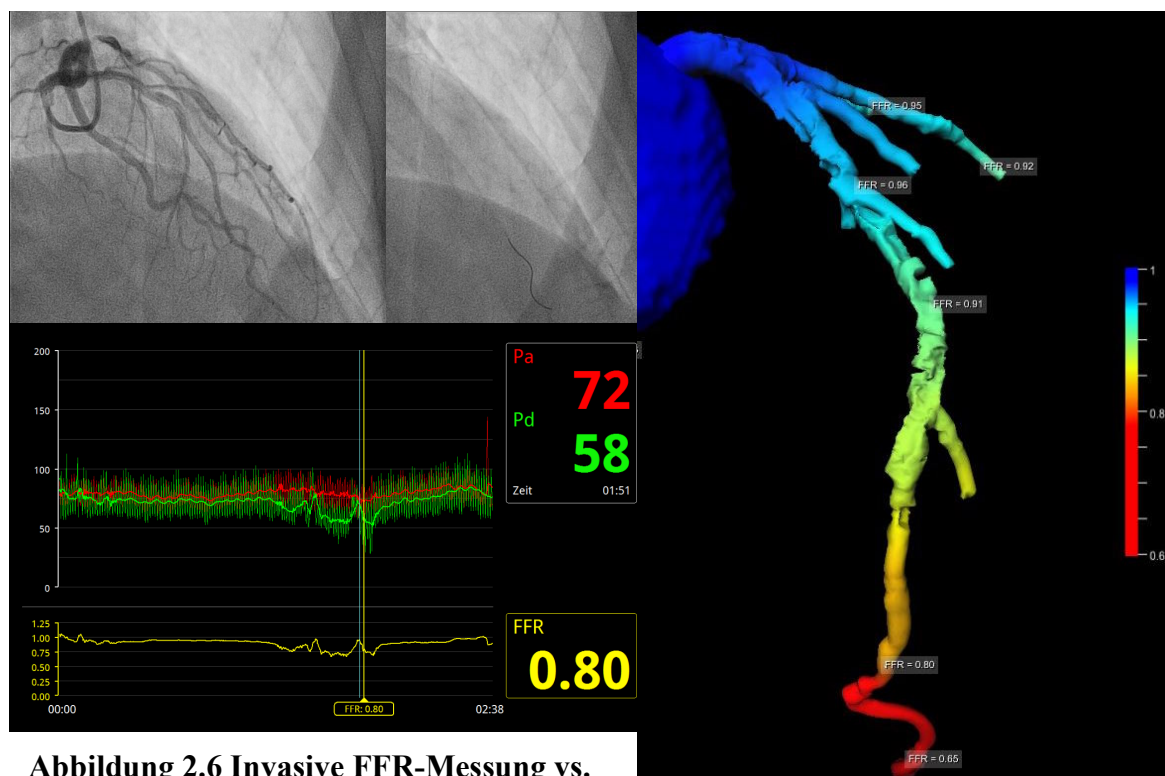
Invasive FFR-Messung vs. nicht-invasive CT-FFR-Messung: Serielle LAD-Stenosen (FFR 0,80)
